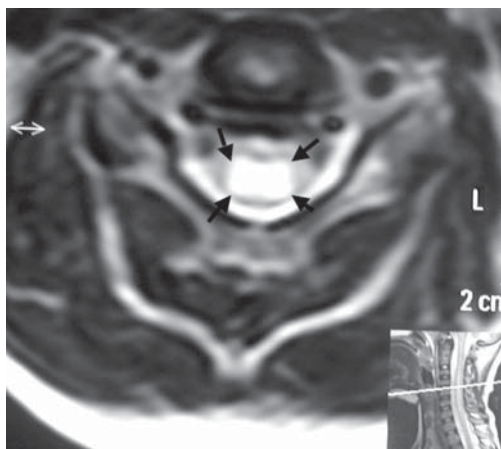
RM, secuencia axial potenciada en T2 que muestra hiperintensidad centro medular (flechas), indicando que la médula está edematosa.
